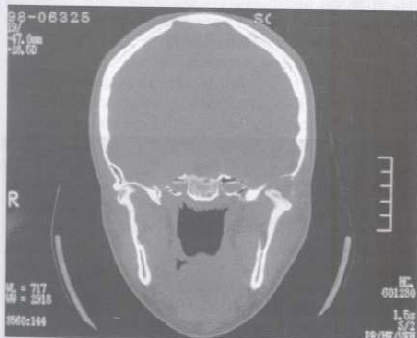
Tomografía computarizada, corte coronal, en la que se aprecian el cóndilo izquierdo hipertrofico e interrupción del ala mayor del esfendice. Corresponde a un condroma de la ATM izquierda.
